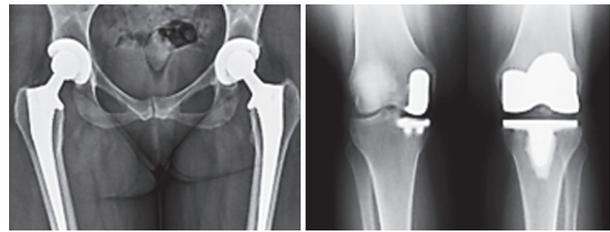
Протезирование тазобедренного сустава при остеоартрозе (вверху). Рентгенограммы тазобедренных и коленных суставов после протезирования (внизу)
